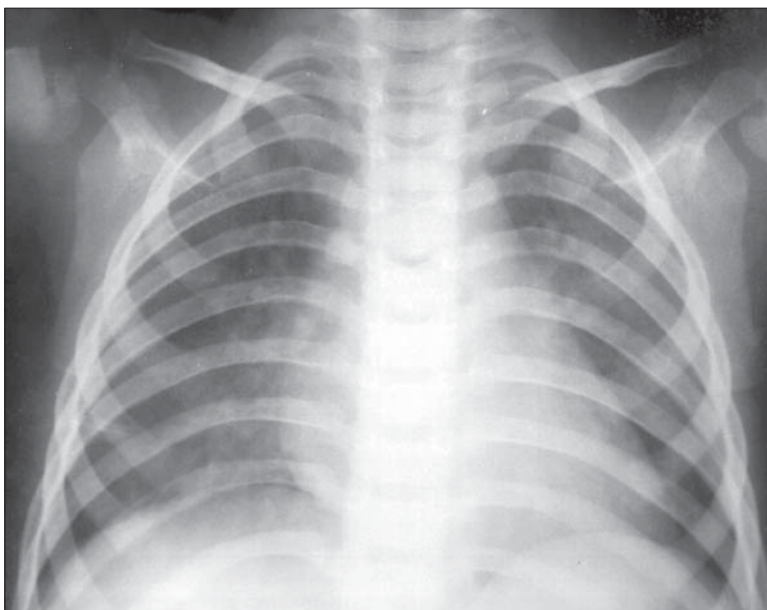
Edem pulmonar noncardiogen într-un caz de intoxicație acută cu petrol. Radiografie toracică PA.
